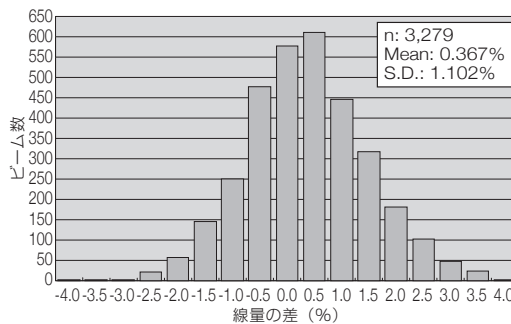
財団の評価線量と施設の申告線量の差 (平成25-令和2年のX線_校正条件ビームの合計。線量の評価プロトコルは財団・施設とも標準計測法12。FFFビームは含まない。)
